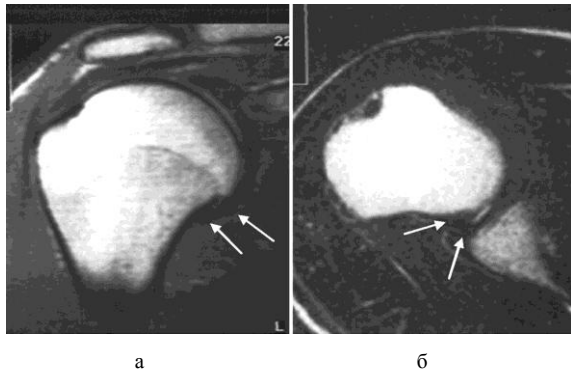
МРТ плечевого сустава у здоровых лиц без контрастирования: а – коронарная проекция (T1 – взвешенное изображение); б – трансверзальная проекция (T2 – взвешенное изображение)
